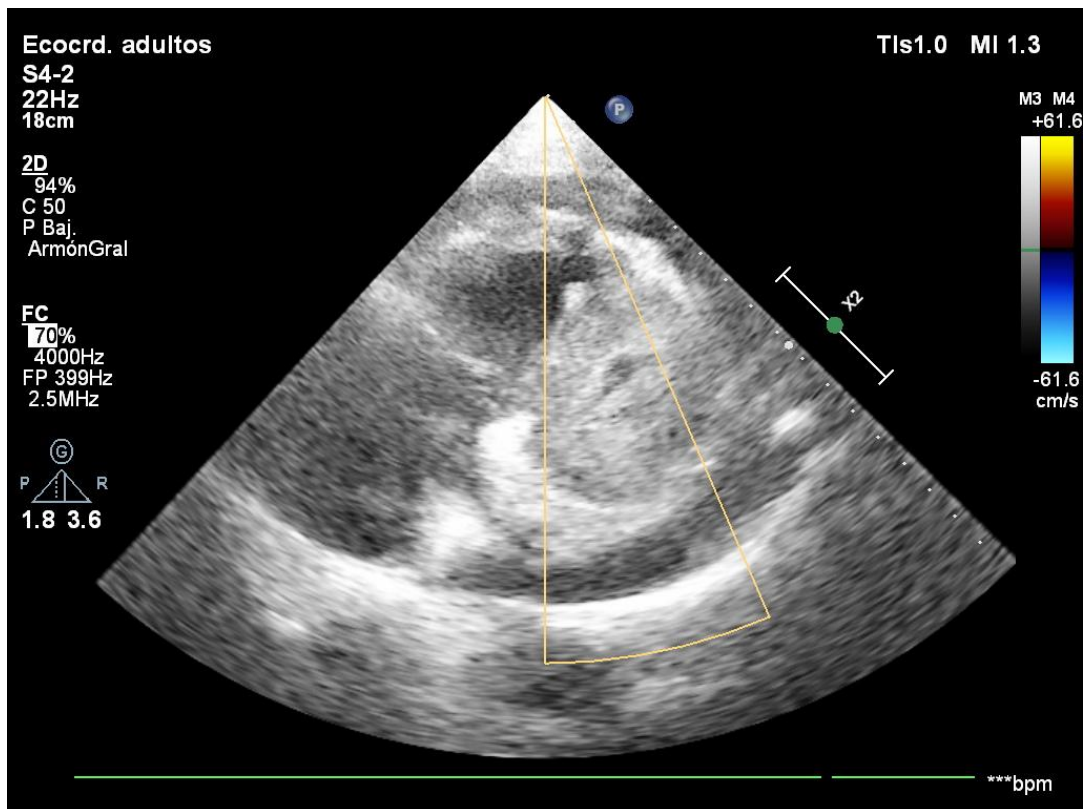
Ecocardiograma transtorácico, paraesternal eje largo modificado sobre VD. Se observa ausencia de paso de flujo Doppler color a lo largo del trayecto anfractuoso en la pared libre de VD.
